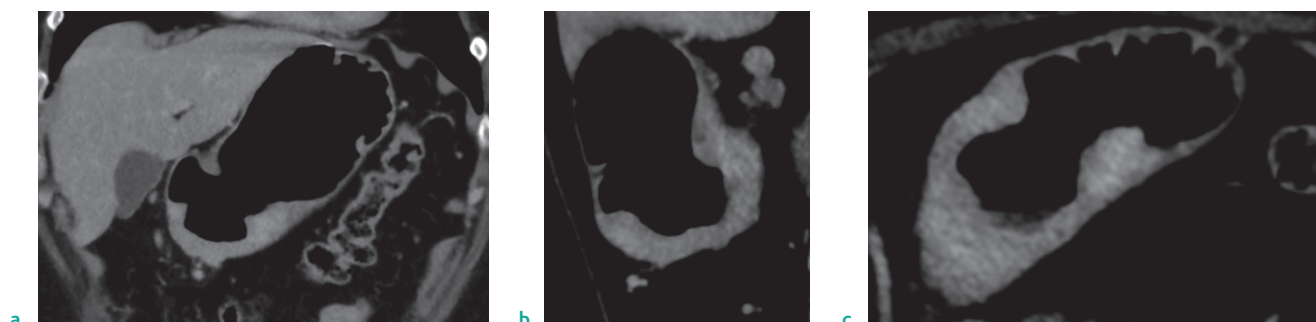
Смешанный КТ-ПГГ тип РЖ.
